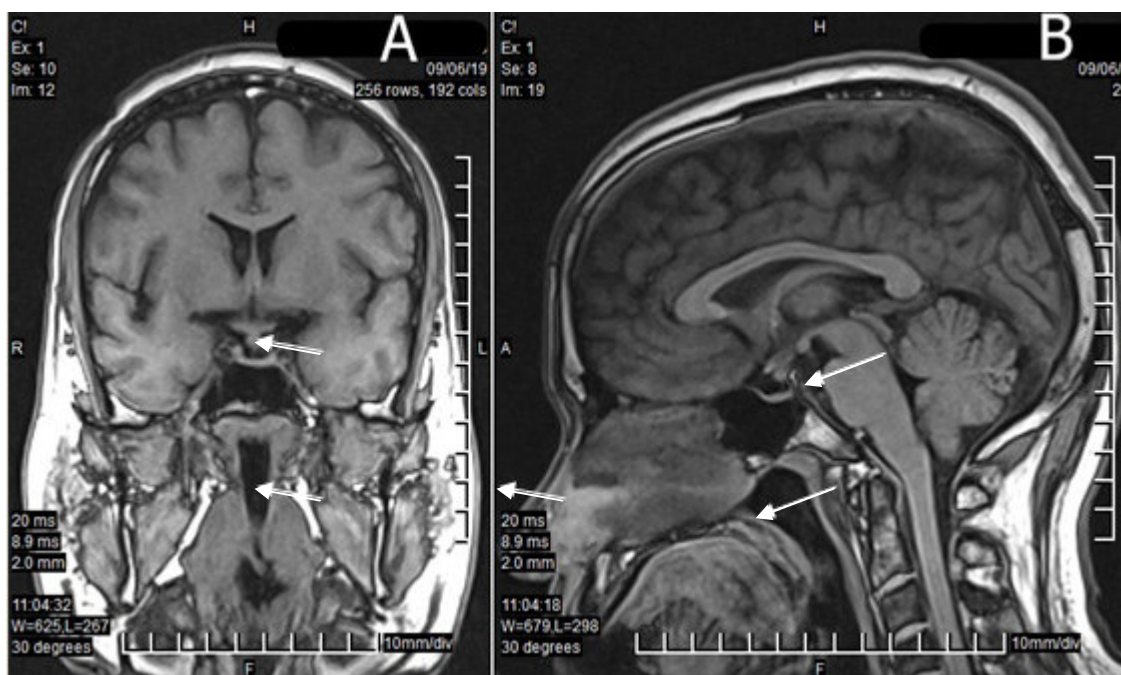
Resonancia magnética nuclear ponderada en T1 de región hipotálamo hipofisaria, sin contraste, realizada en noviembre de 2019.
